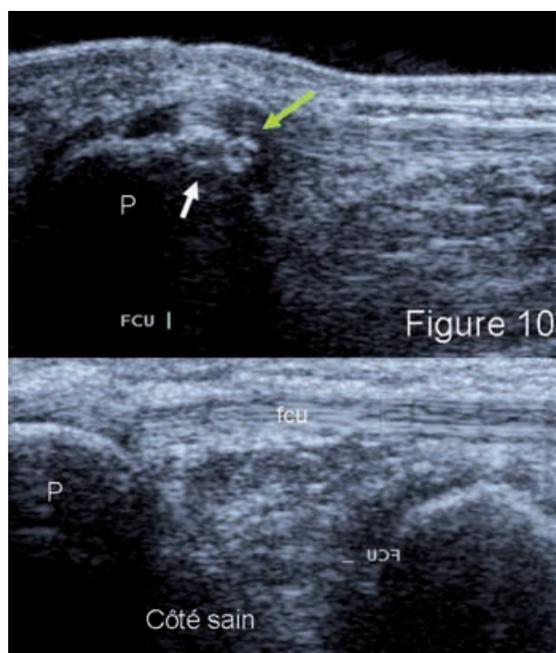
Coupes échographiques longitudinales du fléchisseur ulnaire du carpe. En haut, côté pathologique, on constate des dépôts échogènes à l'enthèse du tendon (flèche verte) et des irrégularités de contour du pisiforme (flèche blanche). Comparez avec le côté sain (en bas). FCU = fléchisseur ulnaire du carpe, P = pisiforme
